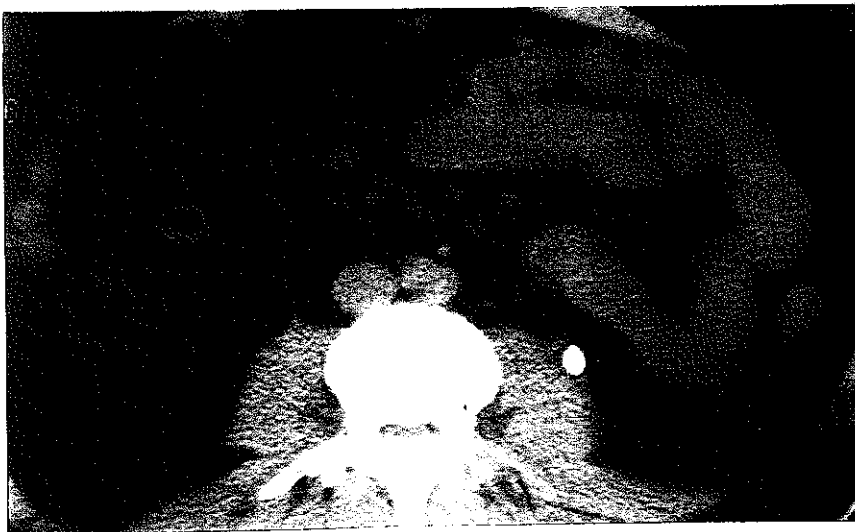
Sol renal kolik şikayetiyle gelen 56 yaşındaki erkek hastada: A) DÜSG de sol böbrek ve üretere uyabilecek lokalizasyonda iki adet opasite izlenmektedir. Aksiyal BT kesitlerinde: B) Sol böbrekte taş ve kalisiyel dilatasyon yanında, hilusta büyük bir parapelvik kist ve duvarında kalsifikasyon ile, C) Sol üreter taşı izlenmektedir.
